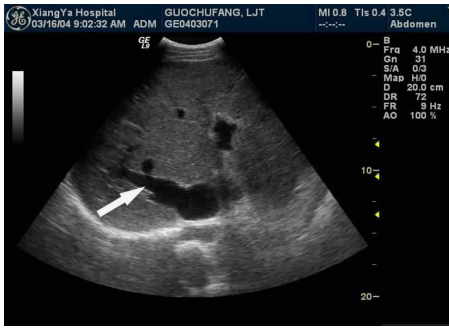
肝脏B型超声图 示副肝静脉扩张(箭头所示)
